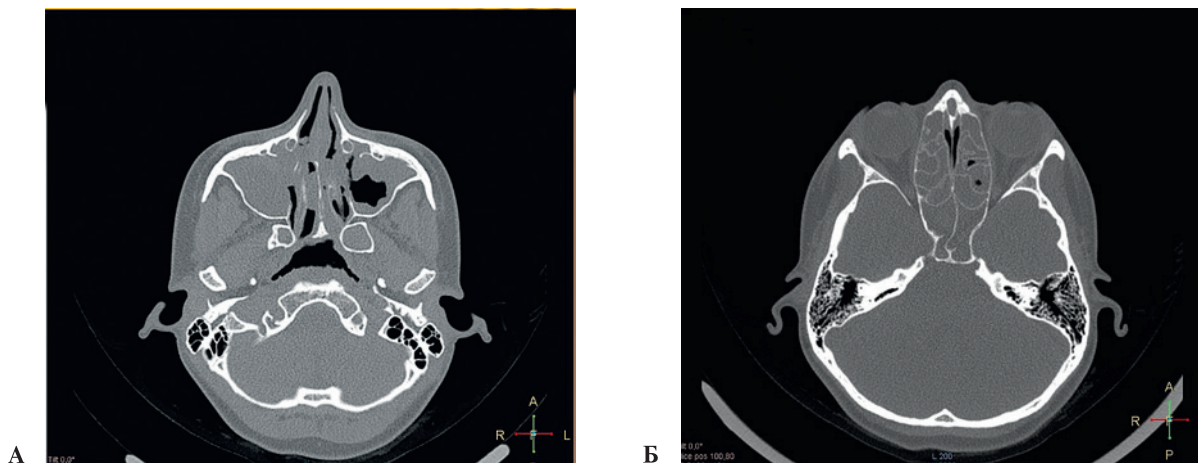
КТ-картина (аксиальная проекция) ОНП пациентки Ж., 17 лет
